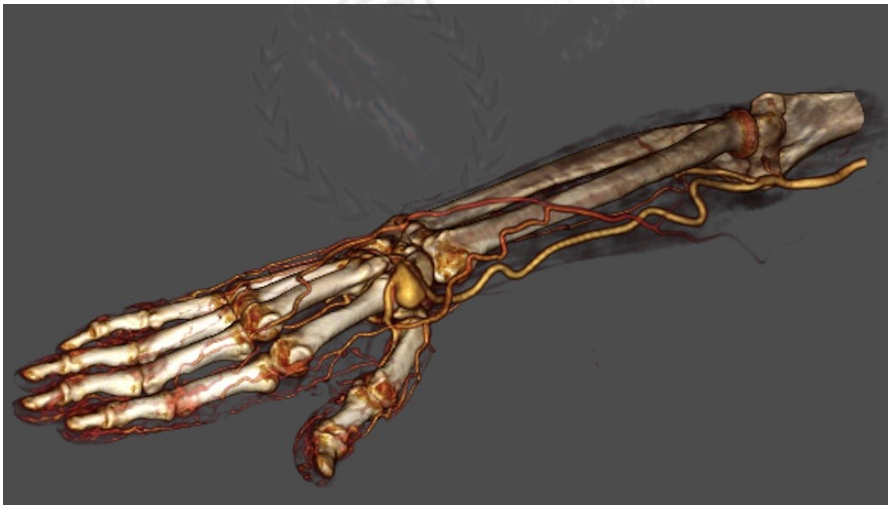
Angiografía por tomografía computarizada que muestra aneurisma de arteria radial de 22 mm y permeabilidad de los arcos palmares superficial y profundo.
